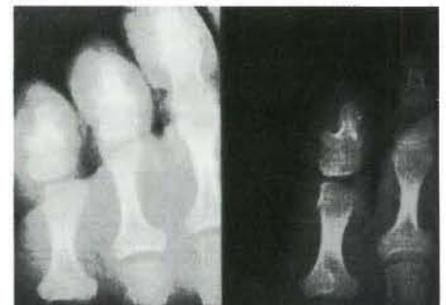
Radiografías pre y post-quirúrgica.
